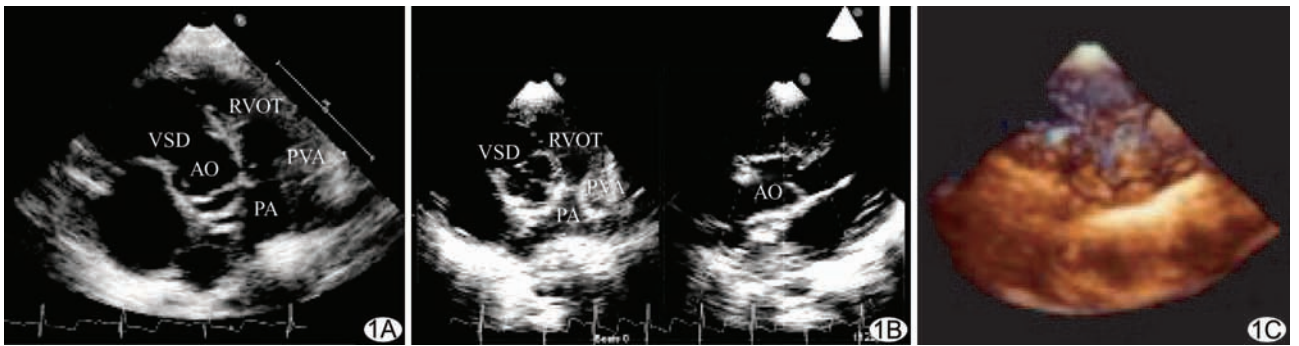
胸骨旁主动脉短轴 FV3DE 数据库采集过程 A. 二维超声胸骨旁主动脉短轴切面观; B. 相互正交的双平面图像; C. 胸骨旁主动脉短轴 FV3DE 数据库。AO: 主动脉; VSD: 室间隔缺损; RVOT: 右室流出道; PVA: 肺动脉瓣环; PA: 肺动脉
